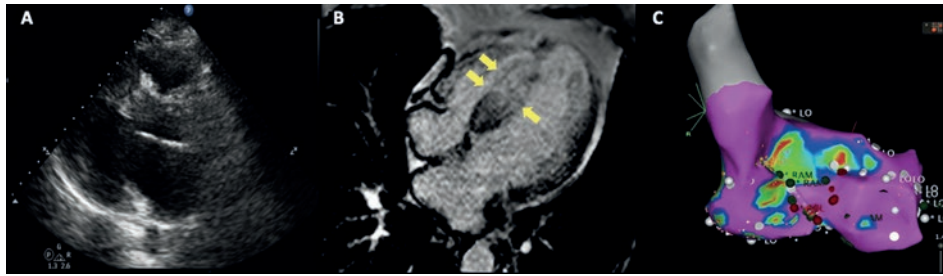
A: ecocardiografía transtorácica. Septo interventricular con diámetro de 32 mm. B: resonancia magnética que muestra la contrastación tardía (flechas). C: estudio electrofisiológico e intento de ablación de macroreentrada septal. LO: etiqueta de voltaje; RAM: etiqueta de electrograma local.
